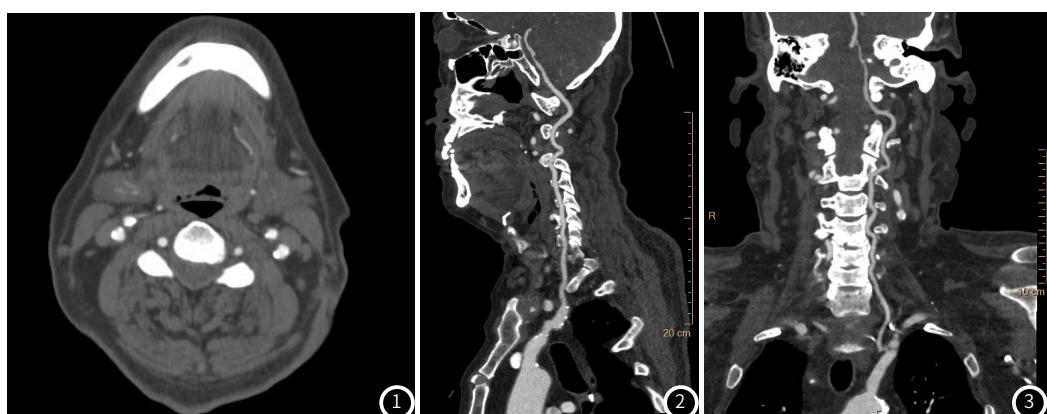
图1是CT颈动脉增强轴位。图2是CT颈动脉增强CPR-R。图3是CT颈动脉增强CPR-L。
